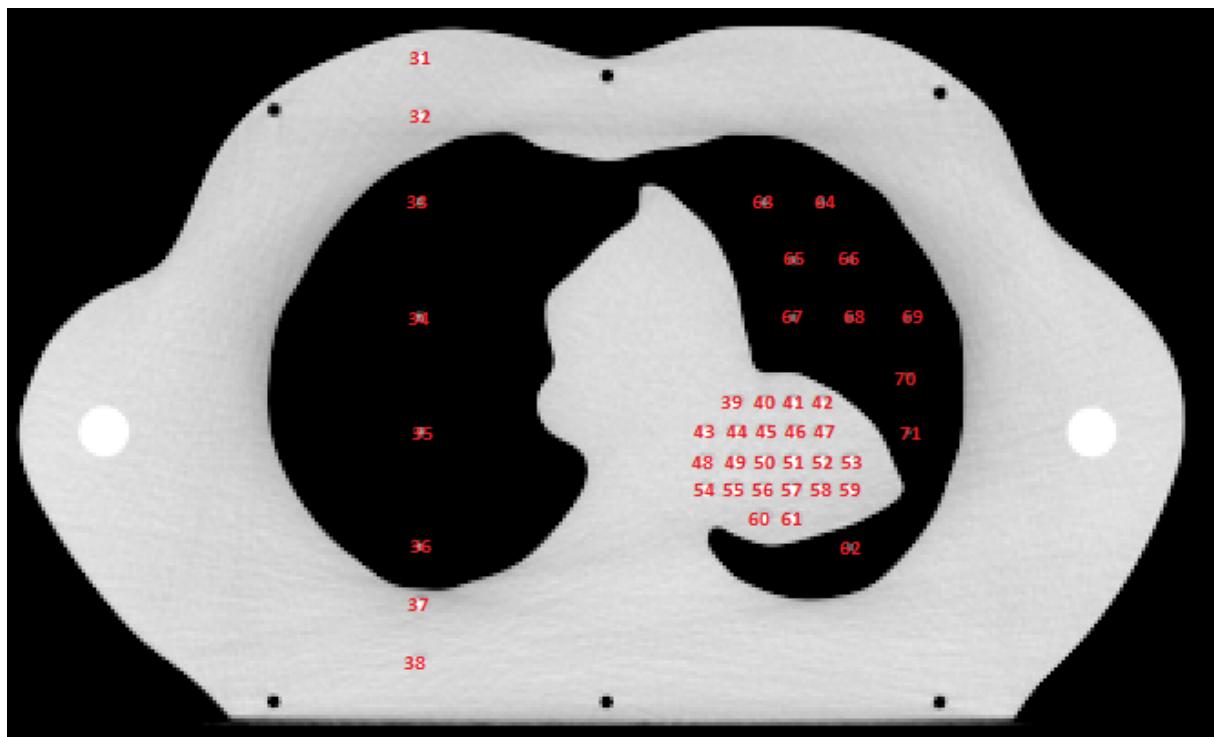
Dosimeterposisjoner CT-snitt 7 i lungefantomet.
